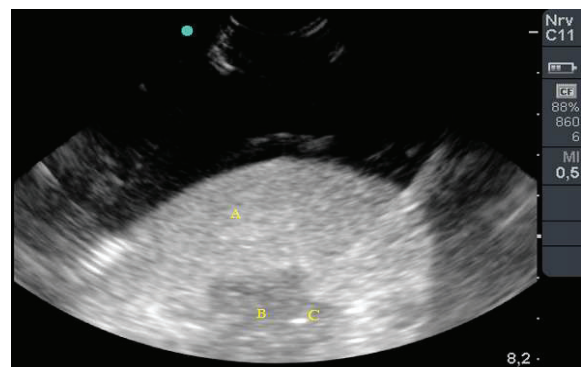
Sonogramm des Lungenlappens (A) mit Lungentumor (B) und fokal platziertem TC (C).
